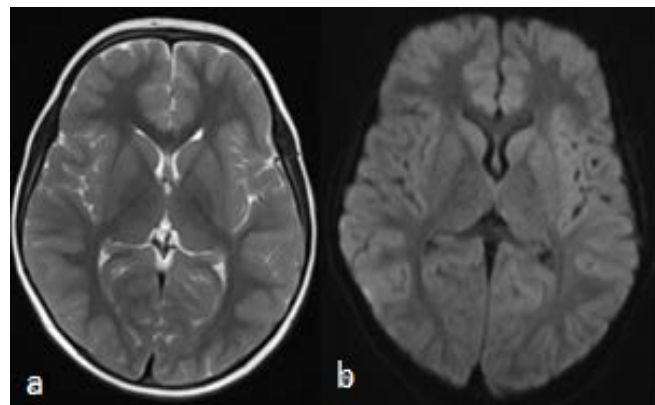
a- T2-weighted axial cranial MR image with normal brain of a 3-year-old male patient, b- Image of normal diffusion MR of the same patient
